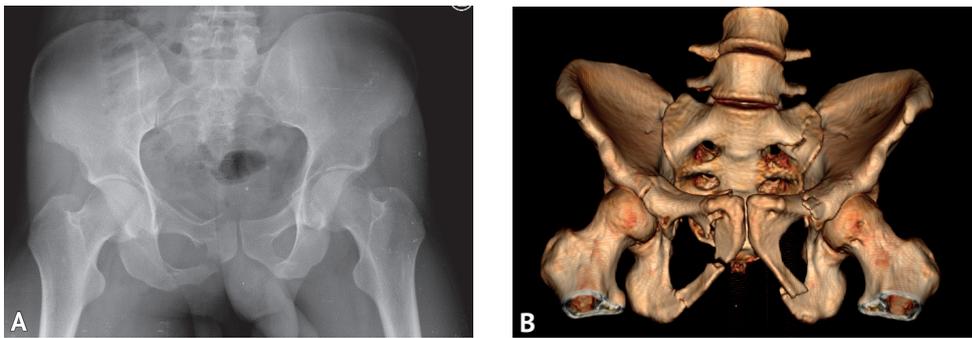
Обзорная рентгенограмма таза (A); 3D-реконструкция компьютерно-томографического исследования таза в переднезадней проекции (B)
